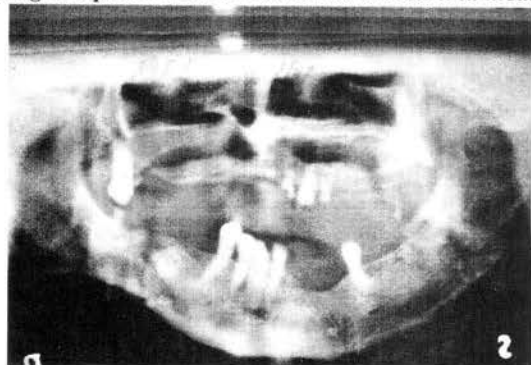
Ortopantomograma la internare.
